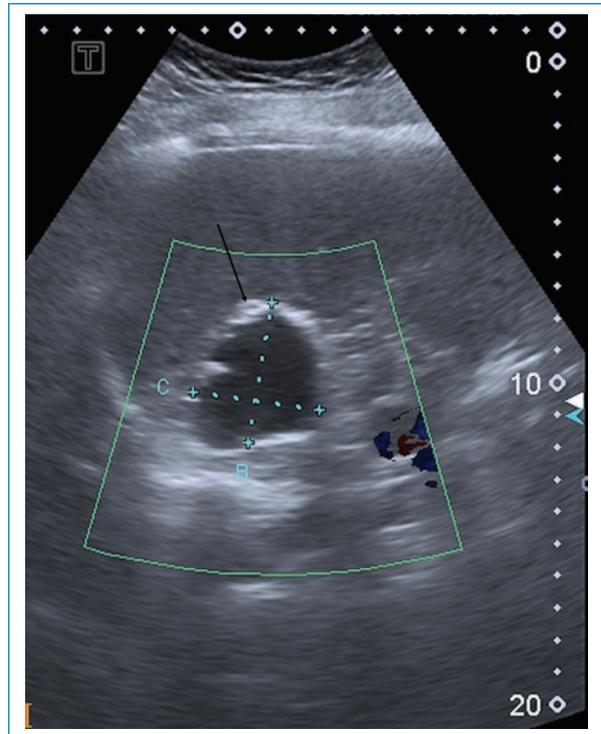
Mujer de 58 años, oriunda de Entre Ríos, asintomática. Ecografía de abdomen: lesión focal anecoica de bordes ecogénicos compatibles con calcificaciones (flecha), localizada en el parénquima hepático. Gharbi tipo V-CE5.
